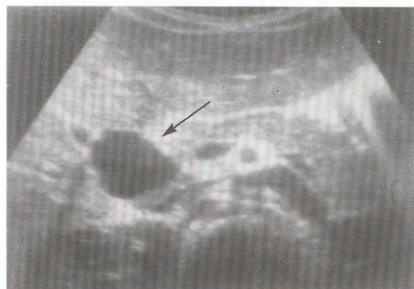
ultrasonografía que muestra un pseudoquiste ubicado en la cabeza del páncreas (flecha).
